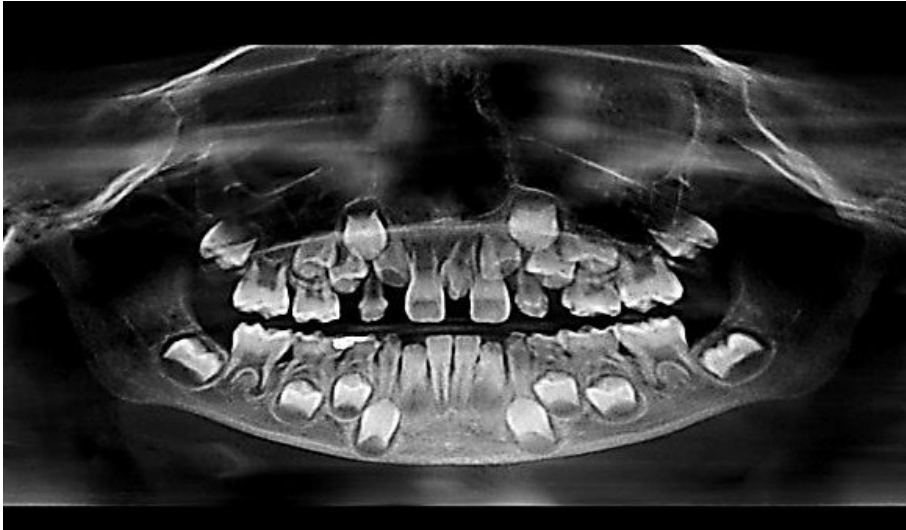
Пример альтернативной группы МАР. Ортопантомограмма – сверхкомплектный зуб между центральными резцами верхней челюсти. Диастема обусловлена сверхкомплектным зубом.
